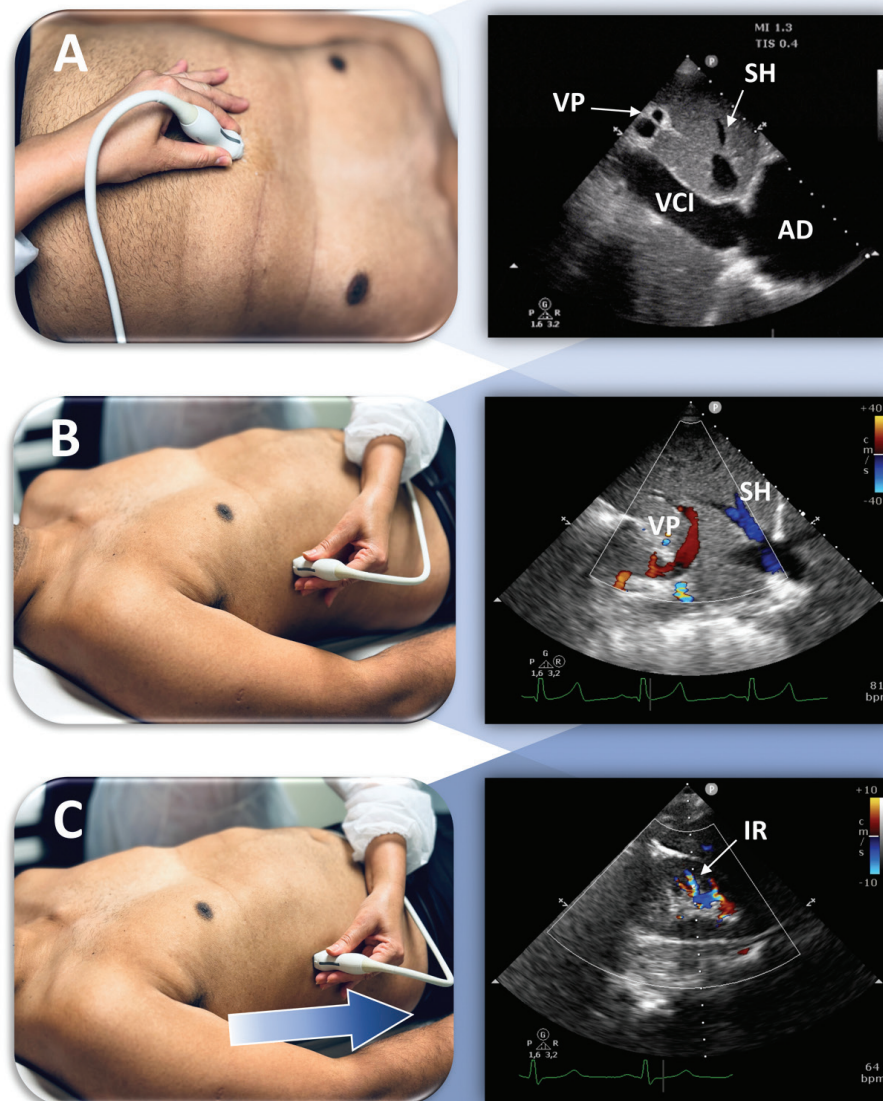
Pontos de aquisição das imagens para avaliação do VExUS. A – Projeção subcostal, com index a 12 horas, apontado para a cabeça do paciente: visualização longitudinal da VCI drenando no AD. Por vezes, nesta mesma projeção é possível visualizar a veia supra-hepática (que drena na VCI) e a veia porta (paredes hiperrefringentes). B – Projeção em linha axilar média, com index a 12 horas, apontado para a cabeça do paciente: visualização de veia supra-hepática (fluxo azul ao Doppler colorido, hepatofugal, em direção à VCI) e da veia porta (fluxo vermelho ao Doppler colorido, hepatopetal, em direção ao fígado). C – Projeção em linha axilar média (discretamente inferior à projeção B), com index a 12 horas, apontado para a cabeça do paciente: visualização de veia interlobar renal na região cortical (fluxo obtido com redução da escala do Doppler colorido) VP: veia porta; SH: veia supra-hepática; VCI: veia cava inferior; AD: átrio direito; IR: veia interlobar renal.
